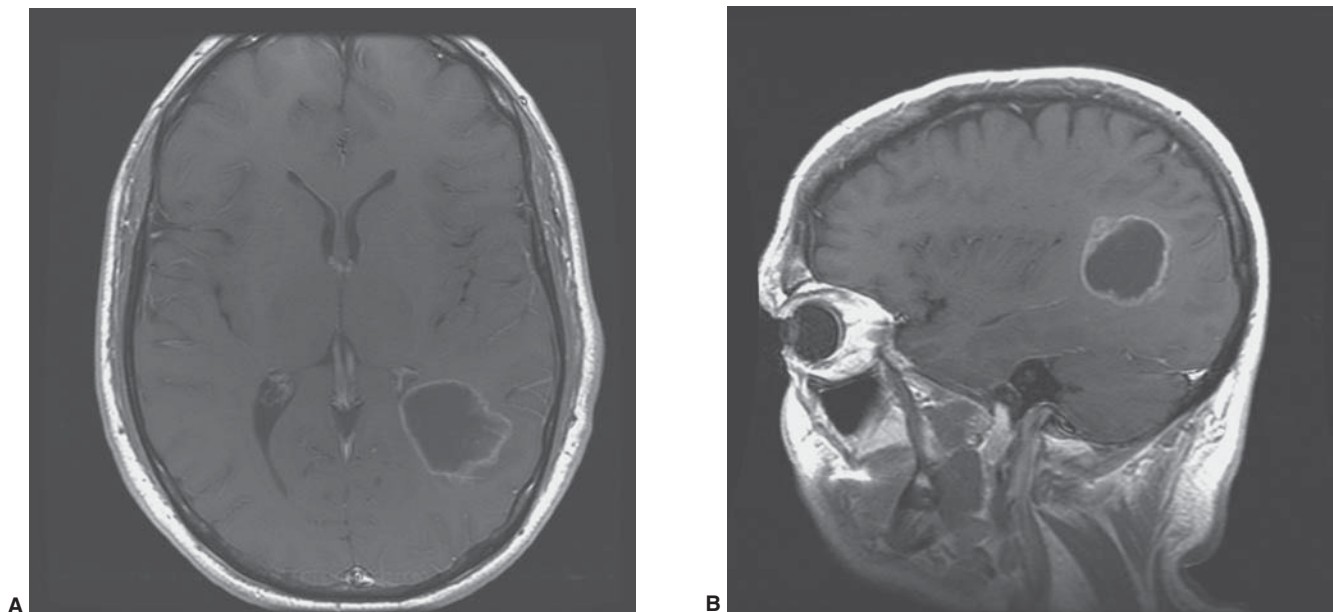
Glioblastoma multiforme. Imágenes por resonancia magnética (IRM) con técnica de T1 con gadolinio en el plano axial (A) y sagital (B) de un glioblastoma multiforme localizado en la región parietal izquierda.
